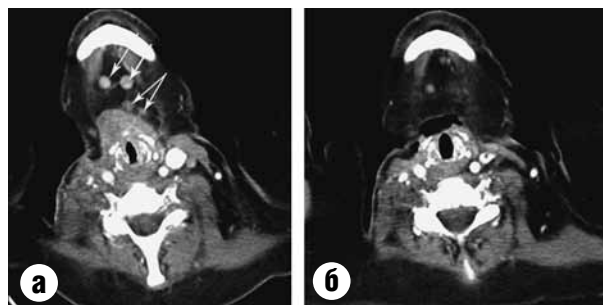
МСКТ шеи больной М. в динамике. МСКТ до (а) и через 3 месяца после (б) лечения препаратом Капрелса (вандетаниб) 200 мг/сут. Полная регрессия опухолевых очагов на фоне лечения. а — в области щитовидного хряща определяется мягкотканое образование неправильной формы, с достаточно ровными и четкими контурами спереди, сзади имеющее нечеткие контуры и инфильтрирующее прилежащие структуры. По передней поверхности образования и в подбородочной области определяются увеличенные лимфатические узлы (стрелки). б — на месте рецидивной опухоли определяется некроз. Сохраняется единственный неувеличенный лимфатический узел в подбородочной области
